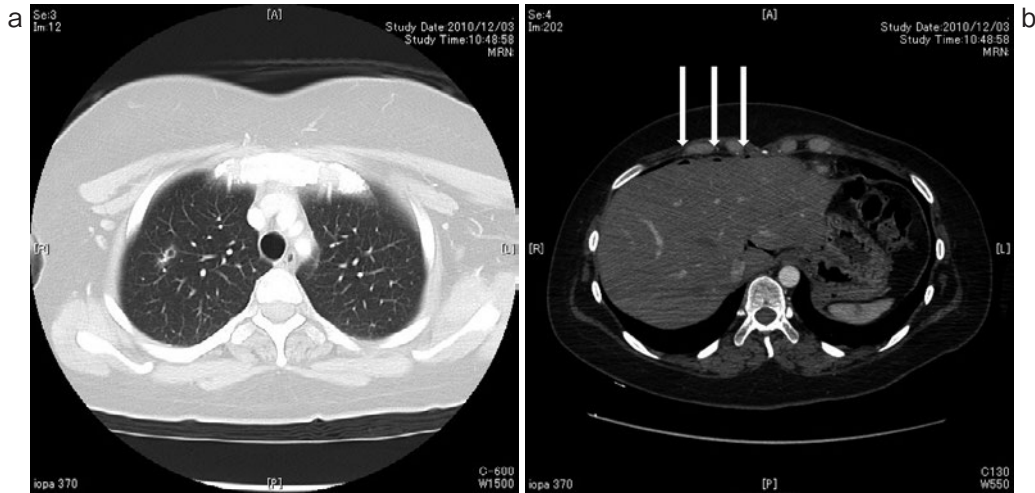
(a) Follow-up chest CT scan demonstrated a cavitory lesion in the right S1 region. (b) Abdominal CT scan showed free air on the surface of the liver (arrow).
